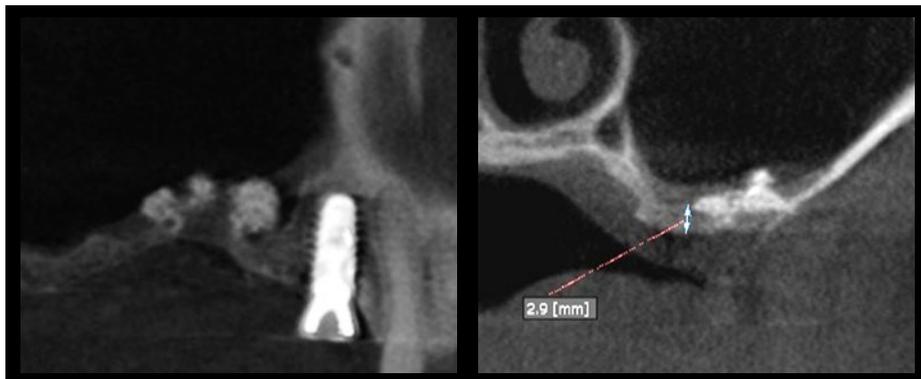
骨補填材填入後3ヶ月のリカバリー手術前のCT像。骨補填材はほぼ消失してしまった。
